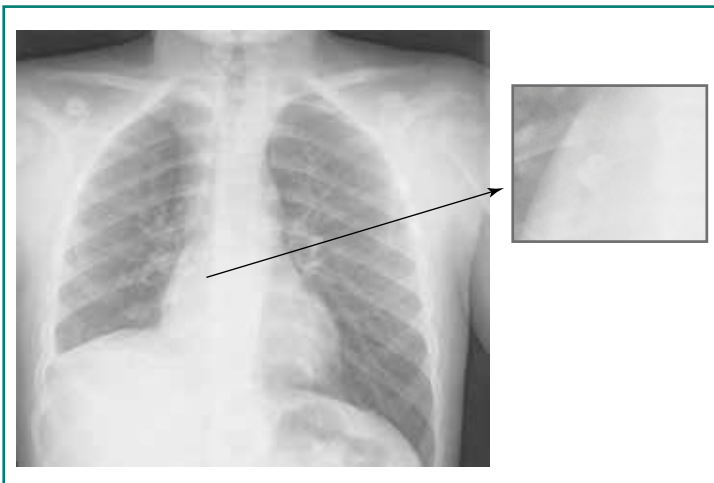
Radiografía anteroposterior de tórax que muestra cuerpo extraño en árbol bronquial derecho provocando atelectasia basal derecha y elevación del hemidiafragma.
